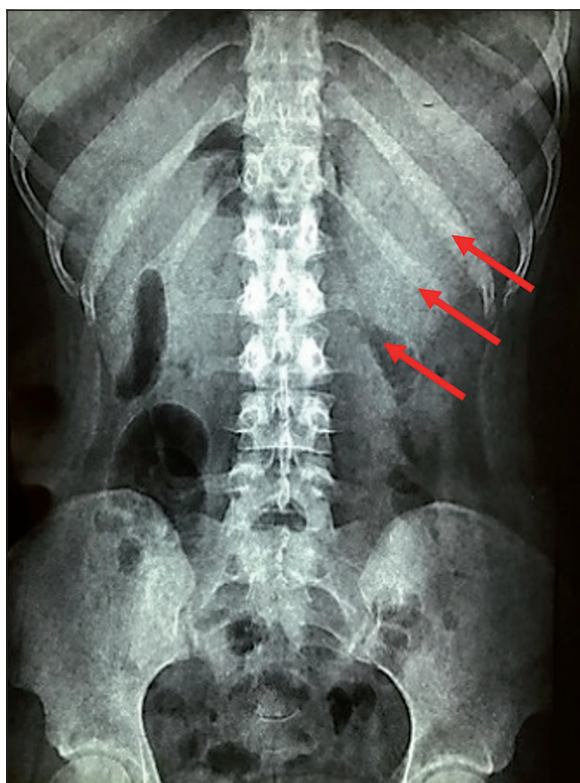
Radiografía simple de abdomen con imagen de vidrio despulido a nivel de cámara gástrica (flechas).
